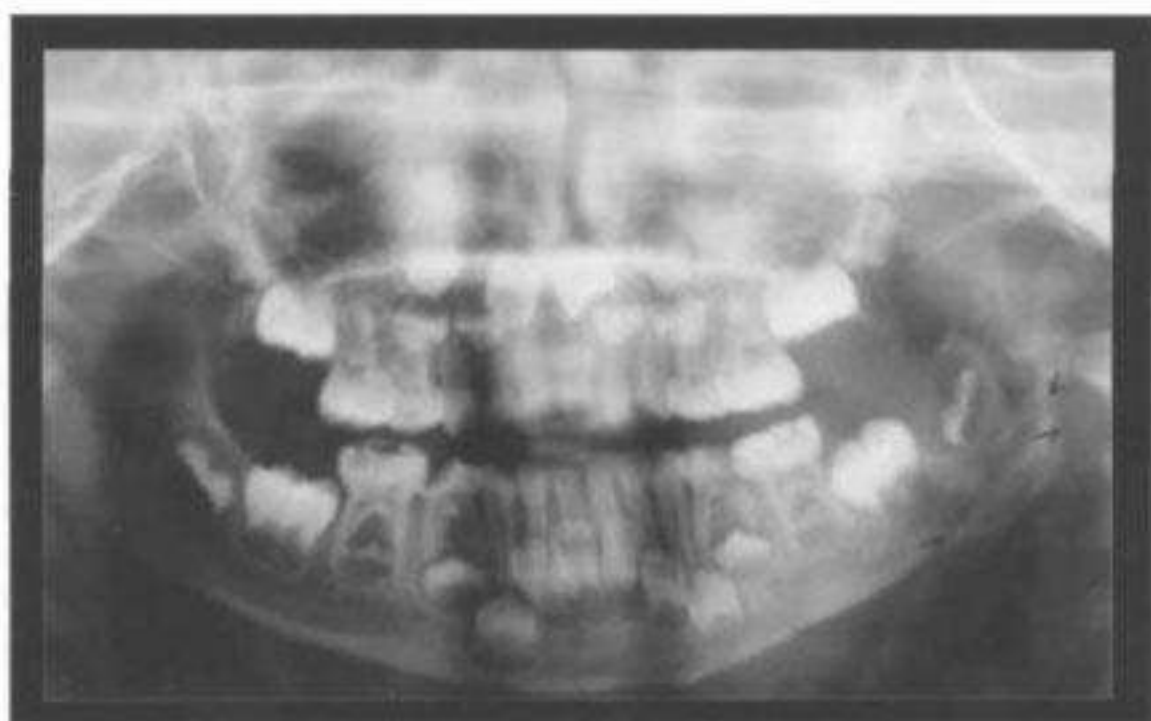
Radiografía panorámica de diagnóstico, se evidencia la presencia de secuestros óseos.
